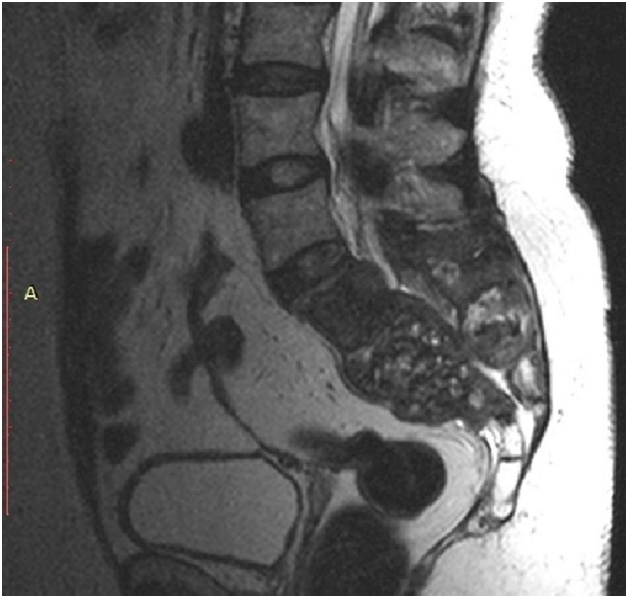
МРТ томограммы пояснично-крестцовой области пациентки Н. в T2 и T1 режимах
